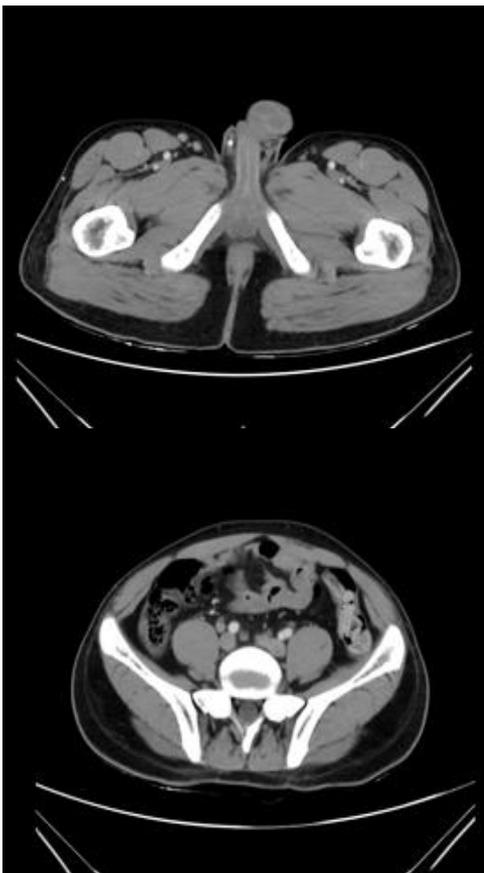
Tomografia computadorizada de pelve em corte axial. Observa-se linfonodomegalias intra-abdominais e adenite mesentérica importante
